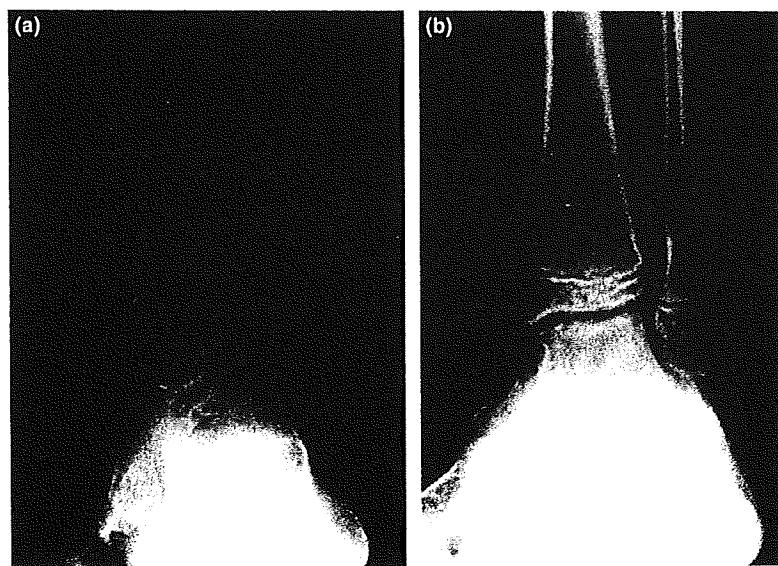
Case 3, a 5-year-old boy. (a) Pre-operative radiography on weight-bearing. (b) Radiography on weight-bearing at 2 years postoperatively.
